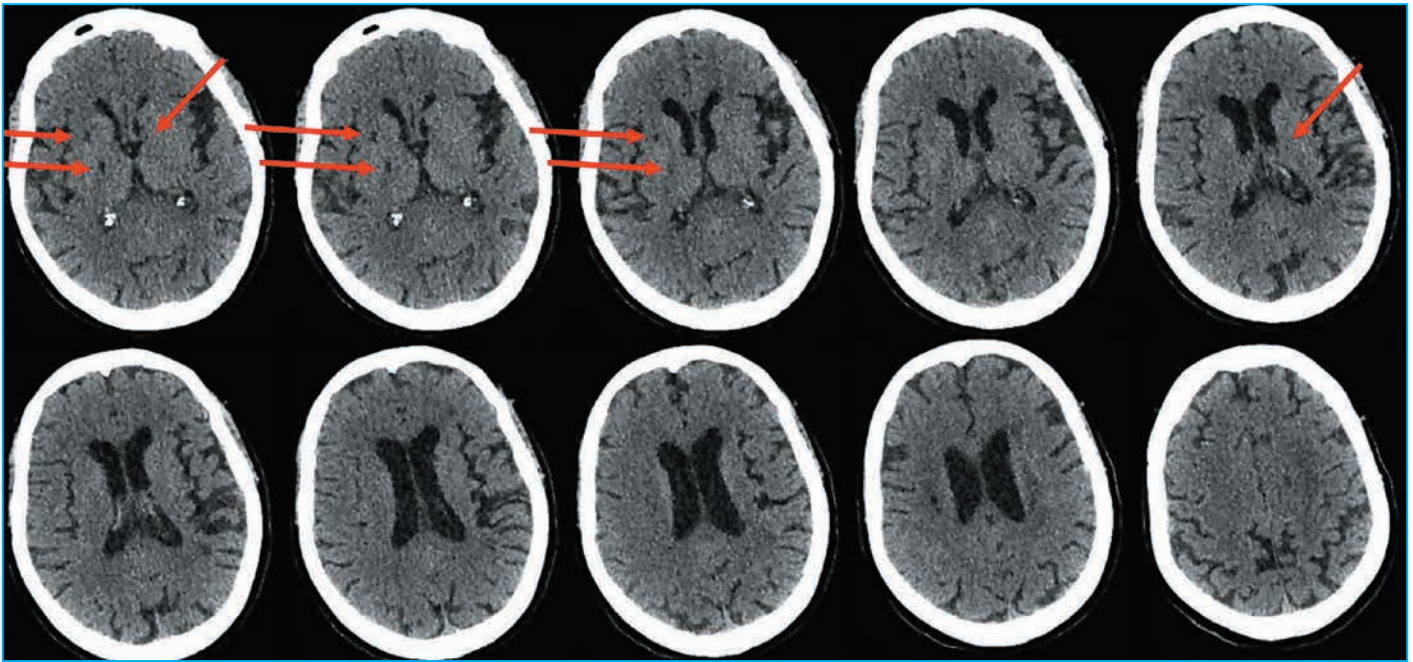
Данные КТ головного мозга пациентки 2.
